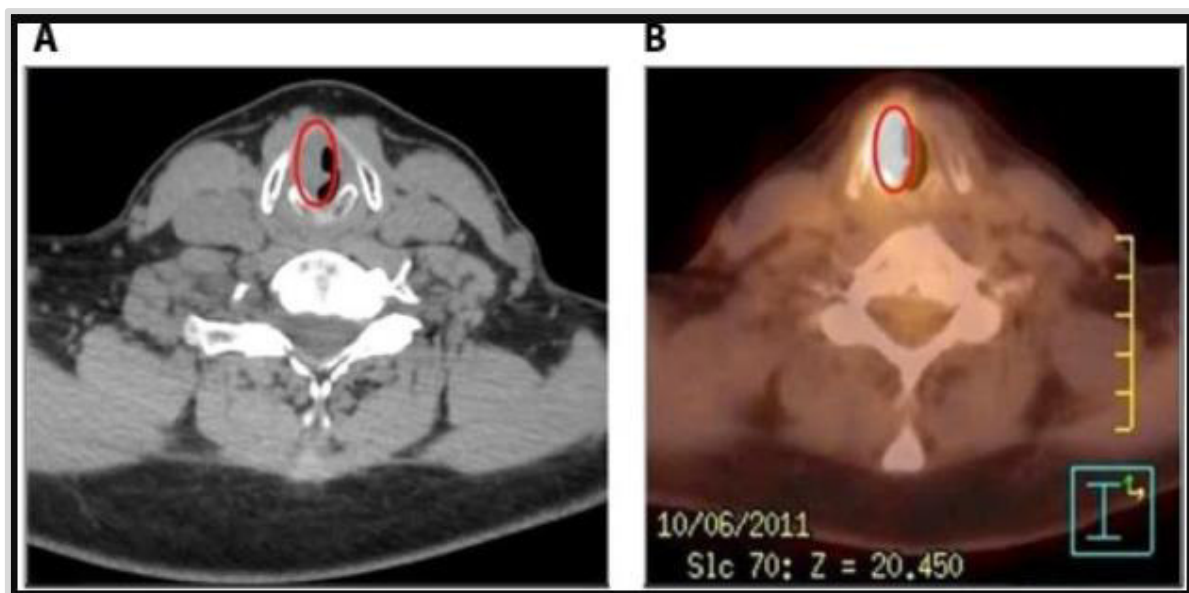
Tomografia cu emisie de fluorodeoxiglucoză (FDG)-pozitron (PET)/imagini tomografice computerizate (CT) care arată absorbția traserului focal (valoarea maximă standard de absorbție 10,47) situată în coarda vocală. (A) Imagine CT, (B) imagine PET/CT. Ovalul roșu în imagistică indică leziunea.
